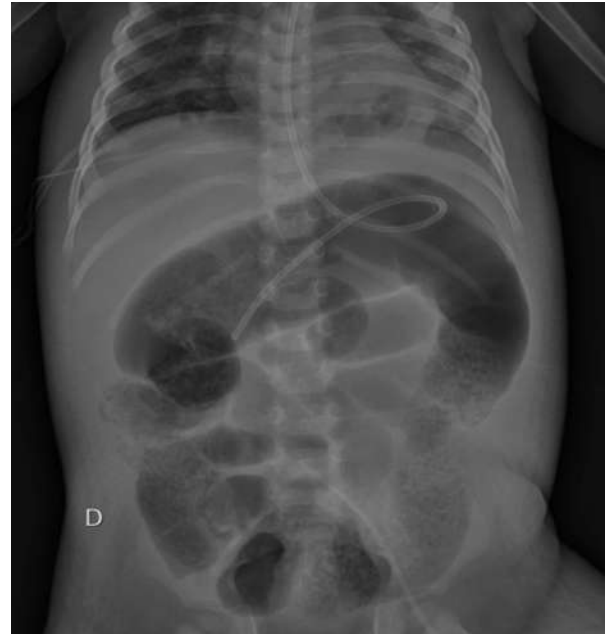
Radiografía AP de abdomen.
